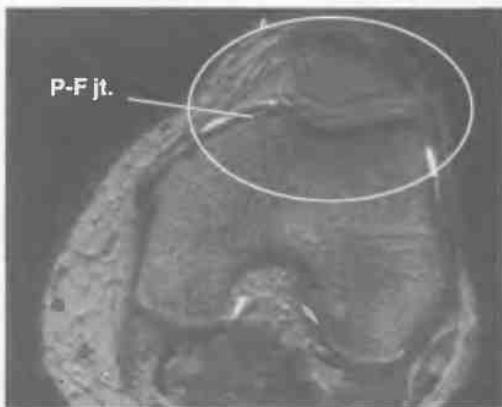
МРТ надколеннико-бедренного сустава.
